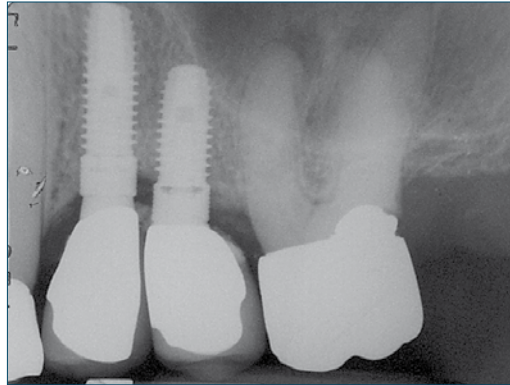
Radiografia periapicale dopo la fase protesica.
